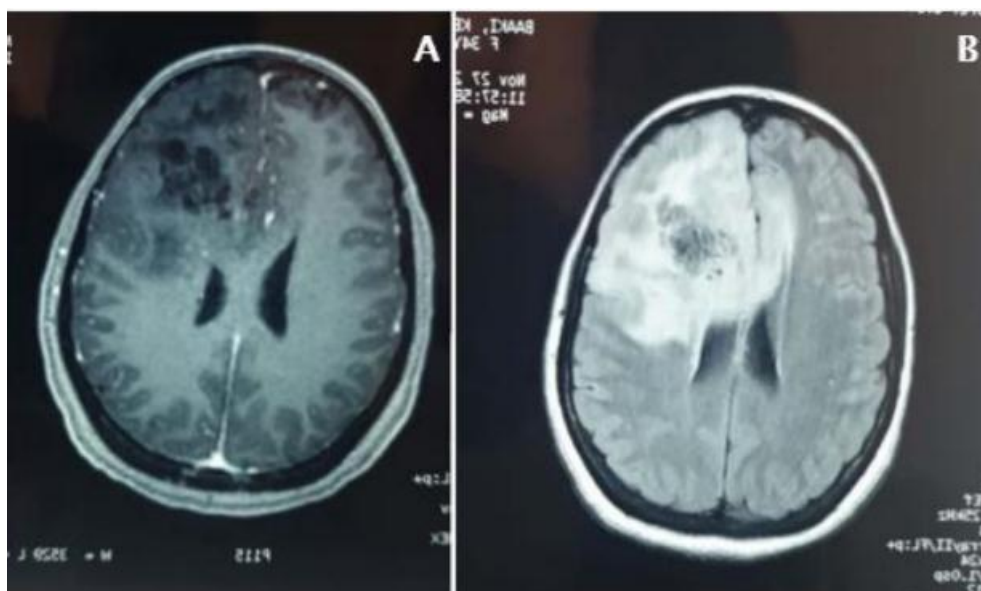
Aspect d'une tumeur gliale de haut grade en IRM en séquence pondérée T1 injectée (A), et en séquence FLAIR (B).
